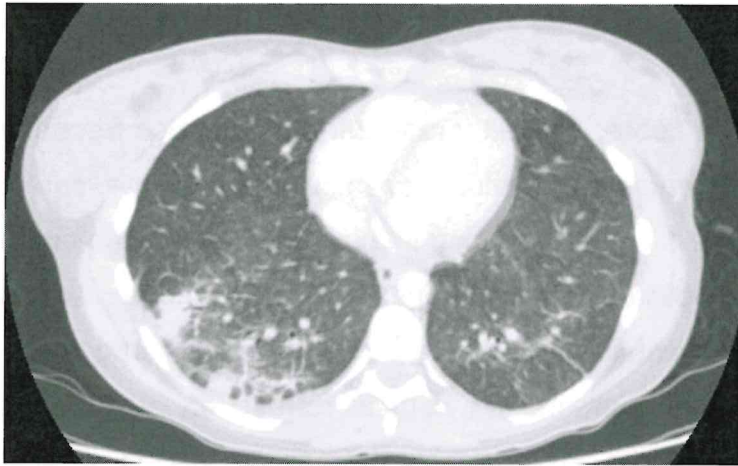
TC torácico con contraste. Corte transversal (arriba) y sagital (abajo)
